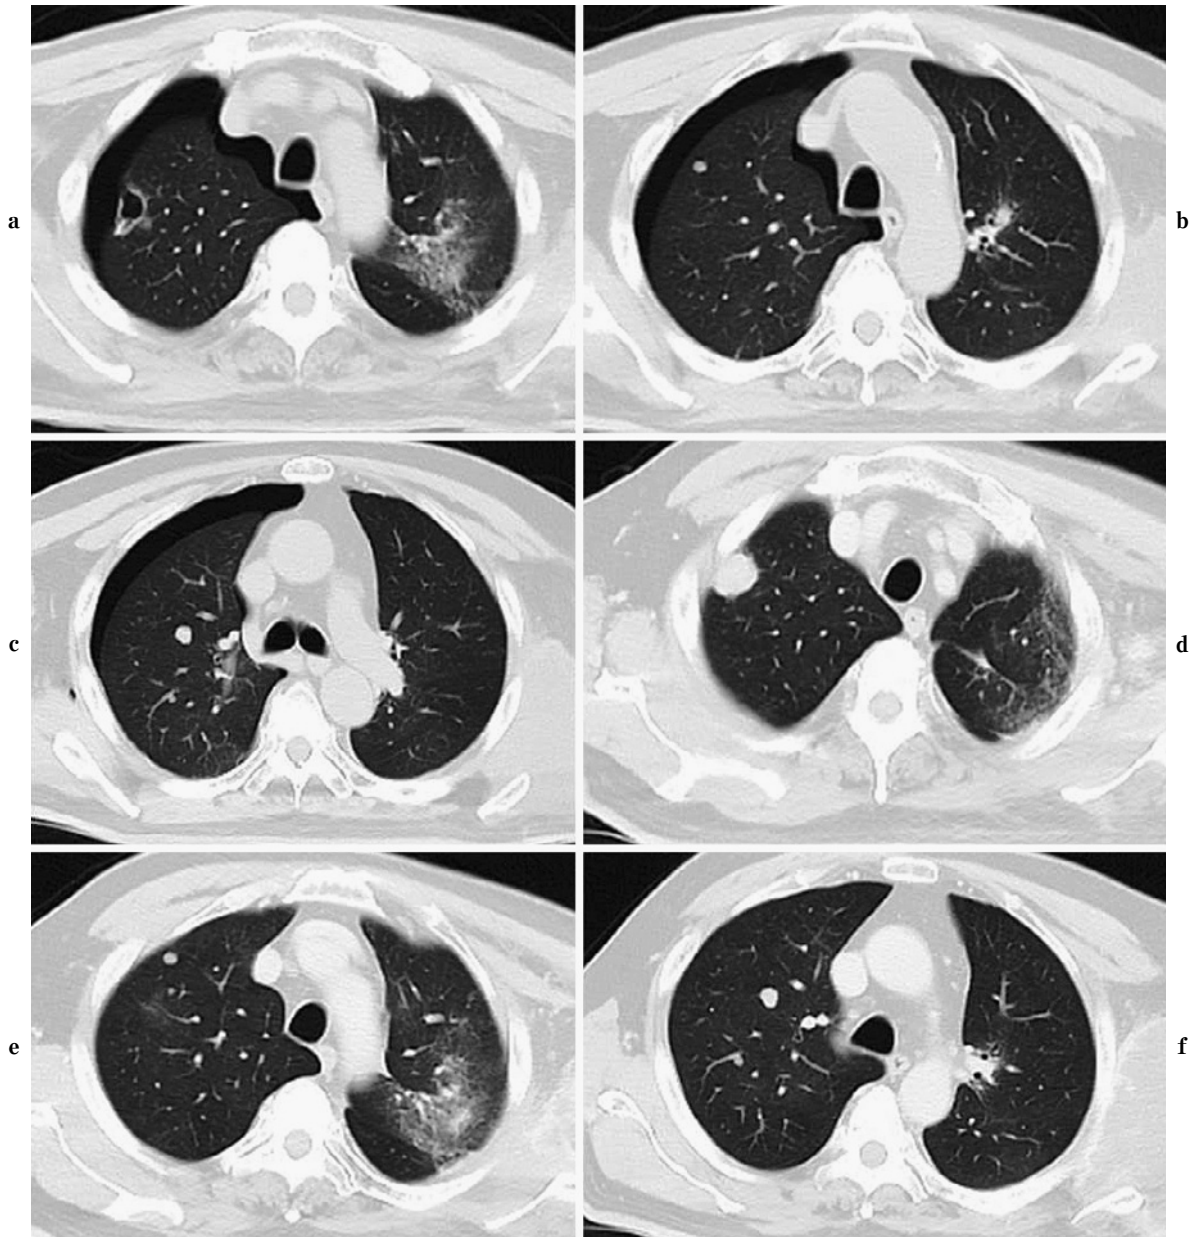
Chest CT on admission (a, b, c) and before pazopanib (d, e, f). Chest CT performed on admission demonstrated right pneumothorax with multiple nodules in the bilateral lungs. The nodules were slightly smaller than those observed before pazopanib therapy. The lesion in the right upper lobe was found to be a cavity with a thin wall (a) compared with that observed in the CT findings obtained before treatment with pazopanib (d).
